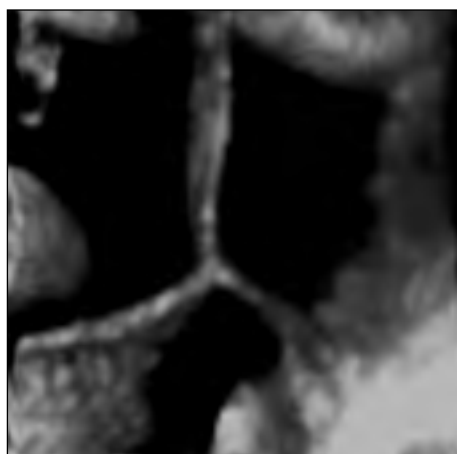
3D ultrasound determination of the chorionicity in the late second trimester. "Mercedes" sign represents the junction of fetal membranes.
